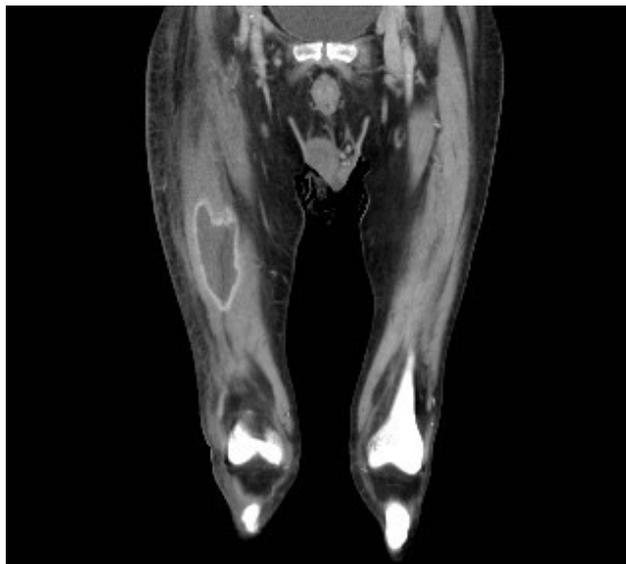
Caso 1. Absceso en recto anterior (TAC)
